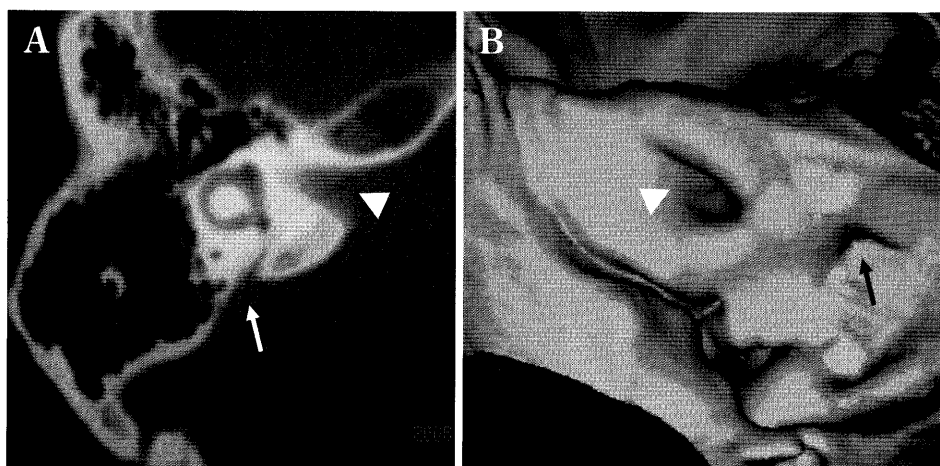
A bone-window CT scan (A) and 3D-CT (B) of the right petrous bone showing the internal auditory canal (arrow head), and vestibular aqueduct and endolymphatic fossa (arrow, A and B).
